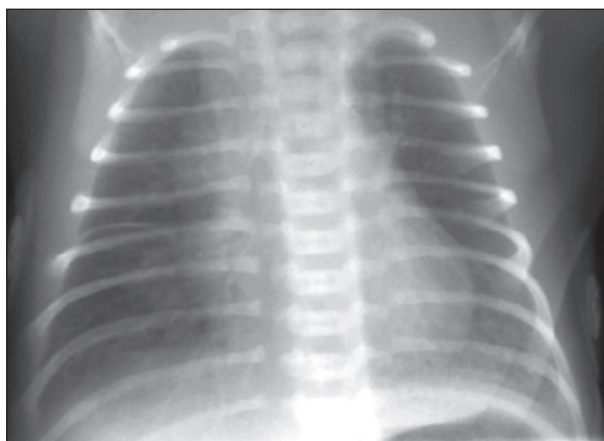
Radiografia: Stenoza aortică valvulară – cazul prezentat
